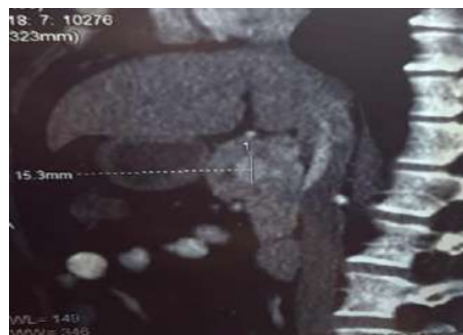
Tomografía de abdomen con técnica multifase pancreática - plano sagital, fase arterial. Lesión nodular homogénea de bordes bien definidos, de 15mm, en cabeza del páncreas, que realza con medio el contraste, asociado a dilatación del conducto pancreático principal.
